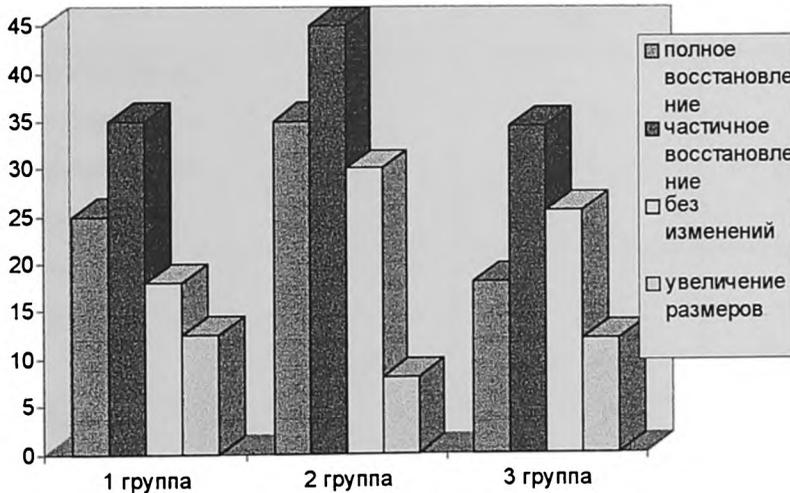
Результаты лечения зубов с гранулирующим ВП через 3-6 месяцев наблюдения и анализ динамики структурных изменений верхушечного периодонта по данным рентгенографии.
